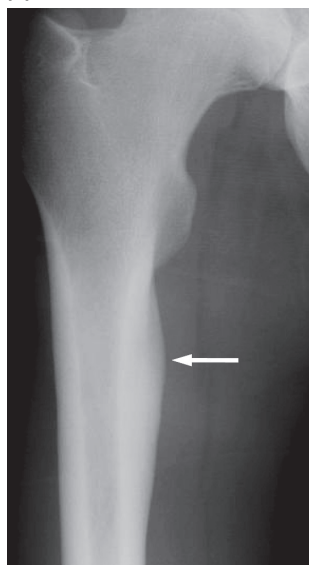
右大腿骨単純X線写真：大腿骨小転子の尾側部皮質に膨隆を認める(矢印)。
